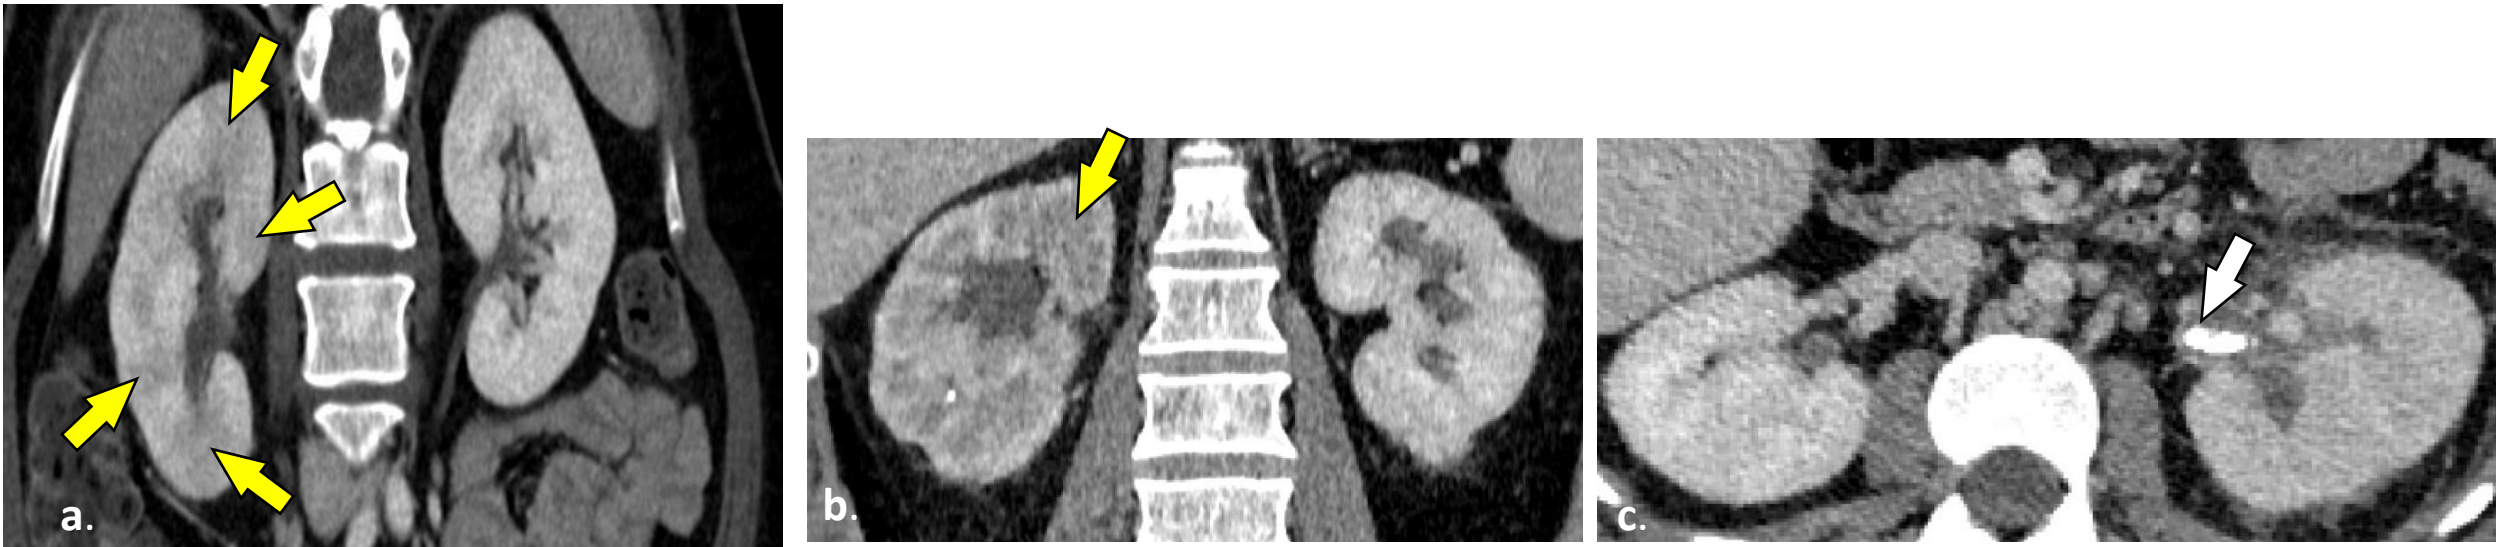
TC con CIV. (a) (b) Imágenes coronales que muestran áreas hipodensas de morfología en cuña respecto al parénquima renal sano (flechas amarillas) (c) Imagen sagital que muestra el riñón izquierdo aumentado de tamaño respecto al contralateral, de aspecto edematoso asociado a discreto retraso del nefrograma izquierdo, identificándose imagen de alta densidad en la pelvis renal izquierda, compatible con litiasis (flecha blanca).
